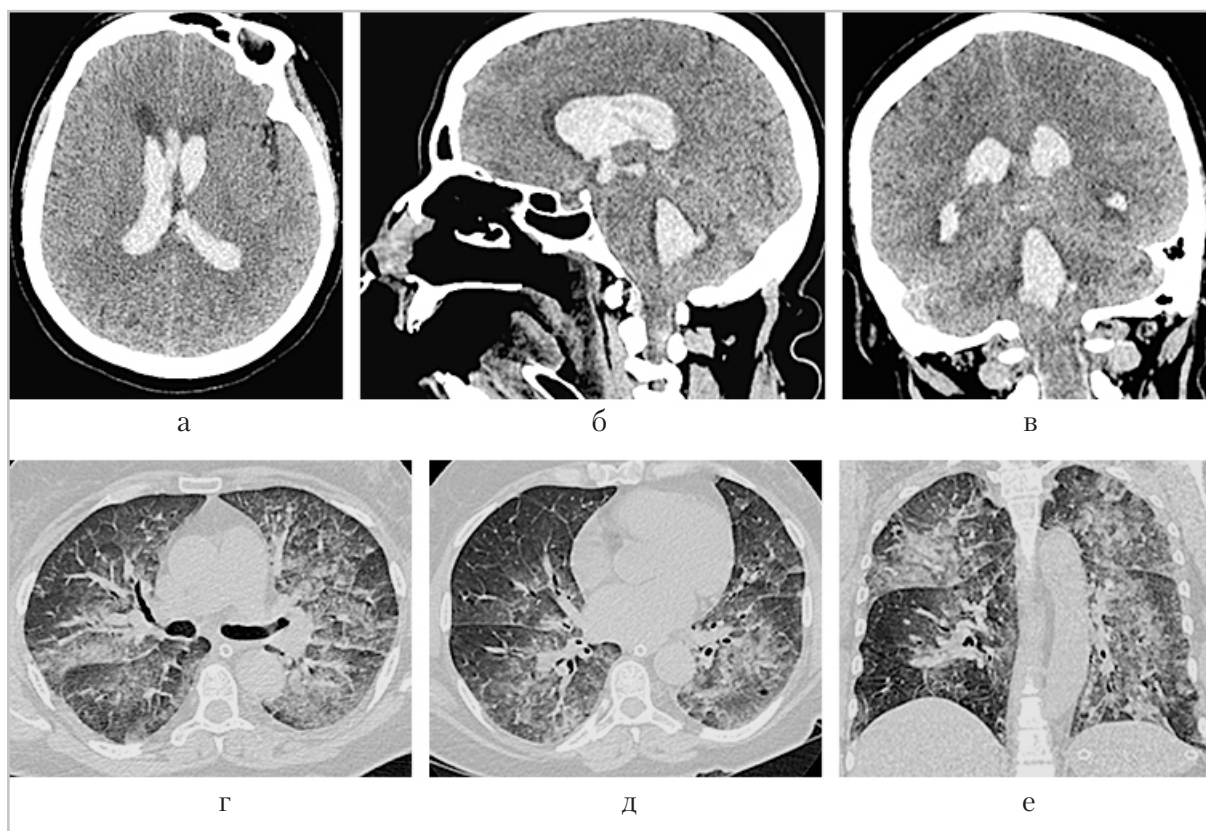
Компьютерные томограммы головного мозга и органов грудной полости: аксиальная (а, г, д), сагиттальная (б) и коронарная (в, е) проекции. Пациентка С., 52 года, ОНМК по геморрагическому типу в правом полушарии мозга с формированием внутримозговой гематомы в правой лобной доле, с прорывом в желудочки мозга и субарахноидальные пространства на фоне разрыва аневризмы ПМА. Двусторонняя вирусная пневмония, с высокой вероятностью вызванная SARS-CoV-2 (КТ-3)
